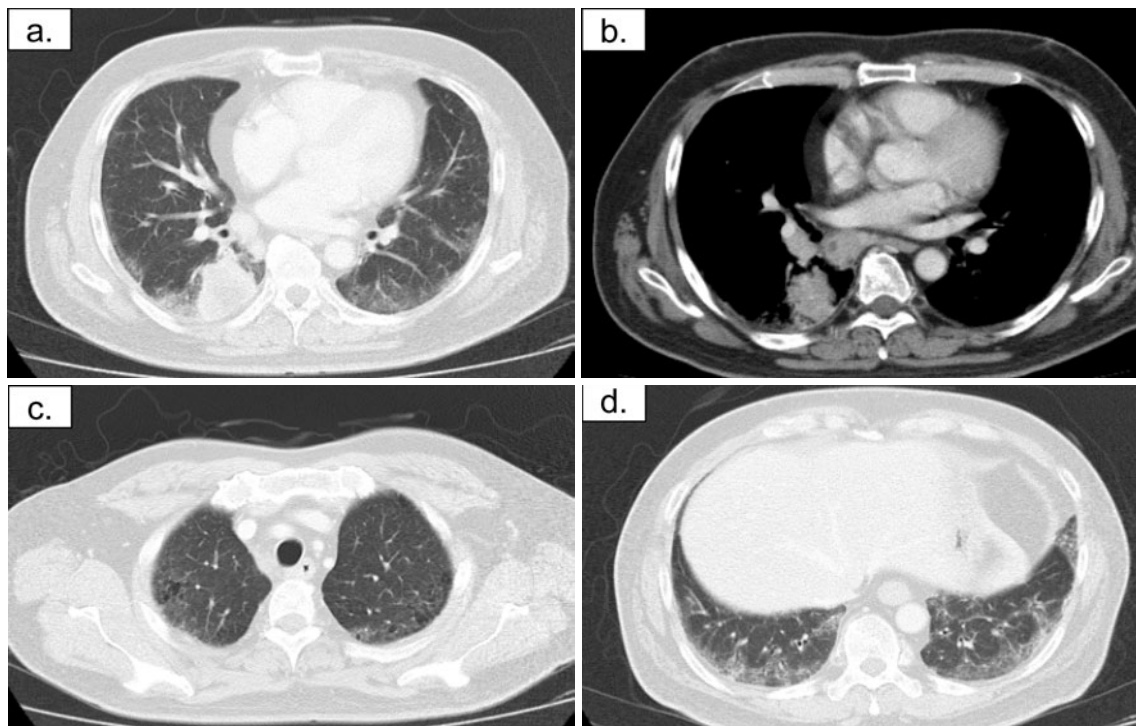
A mass lesion in the right S6 (a, b) and reticular shadows predominantly in subpleural areas of the lower lobes (c, d) on chest CT scan on admission.
